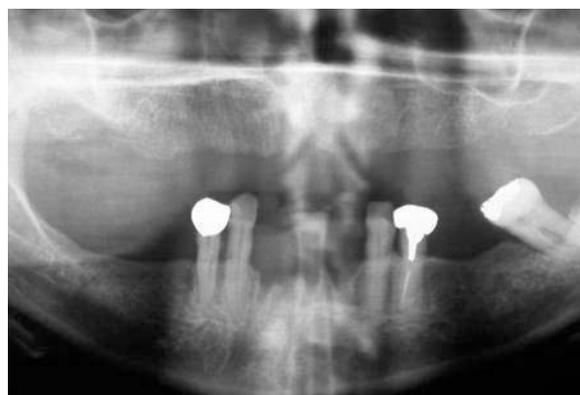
Radiografia panorâmica inicial solicitada na primeira consulta. Nota-se a não cicatrização dos alvéolos correspondentes às exodontias realizadas seis meses antes da primeira consulta, com aparente comprometimento periodontal dos dentes remanescentes.
